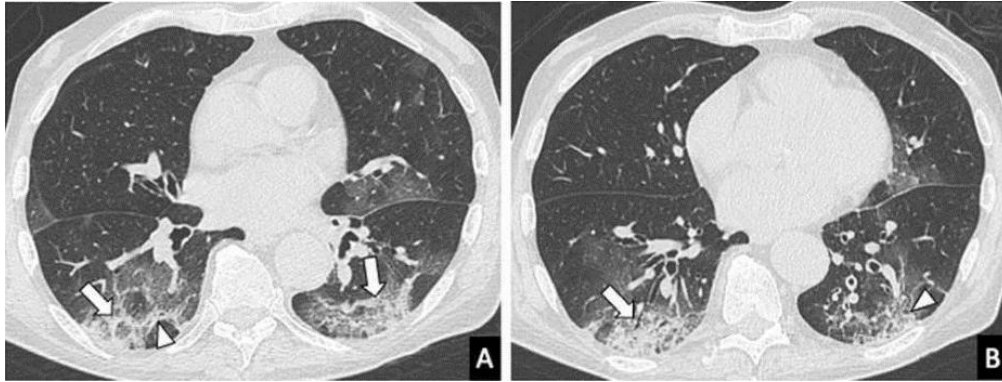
A y B: Imágenes axiales de tomografía axial computarizada torácica pulmonar. Tomado de (118). Opacidades en vidrio deslustrado con consolidación (flechas) y patrón reticular.
